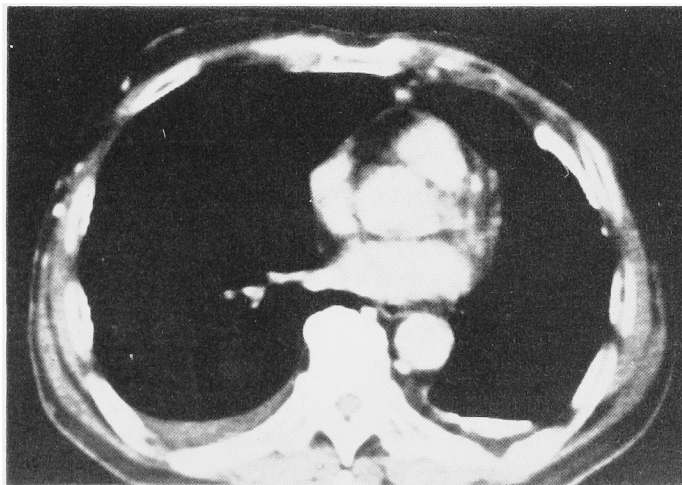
胸部 CT スキャン (1984年7月): 右胸腔に胸水の貯留がみられる.
